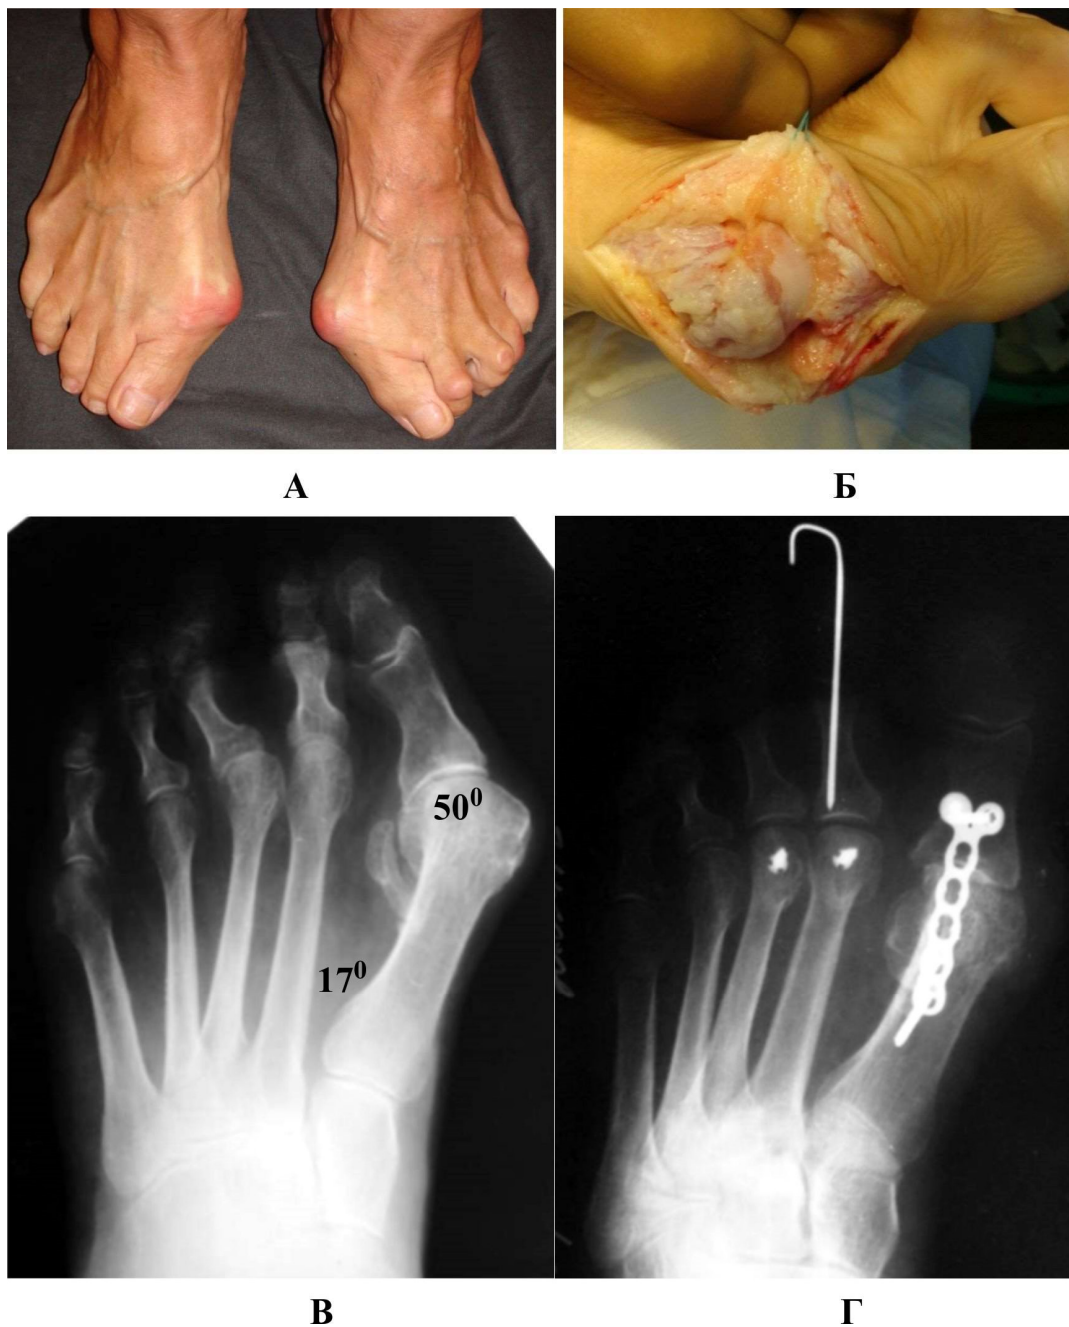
Лівобічний hallux valgus тяжкого ступеня, молоткоподібні 2-3 пальці, метатарзалгія: А – загальний вигляд стоп; Б – дегенеративні зміни суглобового хряща головки 1-ї ПК (Outerbridge IV); В та Г – рентгенограми лівої стопи до та після операції (артродез 1-го ПФС, остеотомія 2-3 ПК за L.Weil, резекція проксимальної фаланги 2-го пальця).
